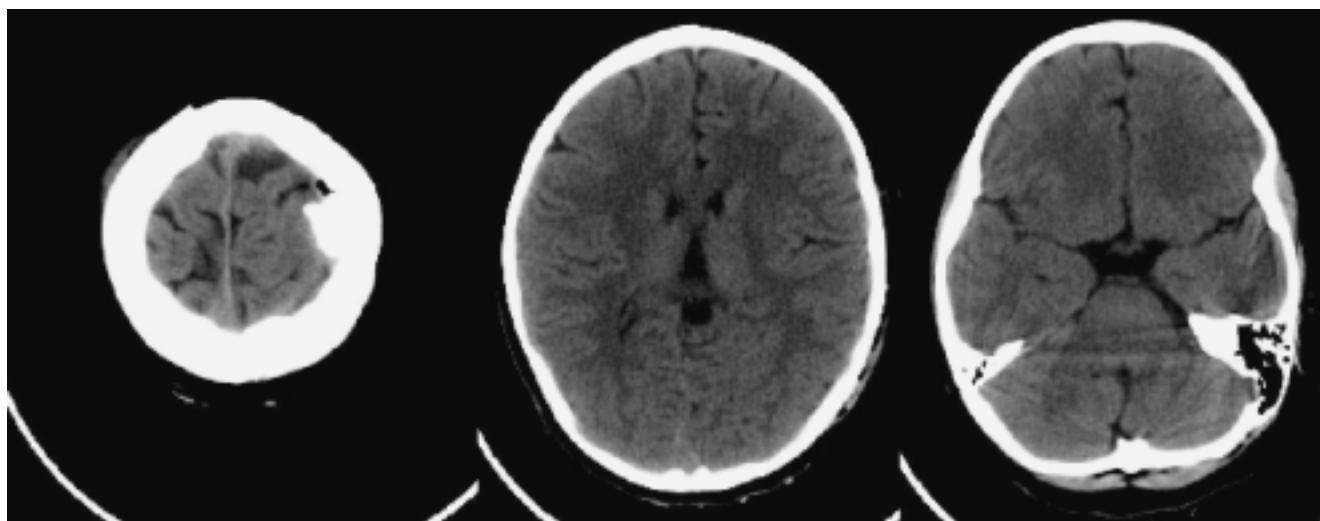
Infante de seis años de edad que acudió por presentar accidente en carro mecánico de juguete. Glasgow: 15. La TC muestra traumatismo craneoencefálico leve con lesión axonal difusa tipo I. Fractura hundimiento parietal izquierda.
